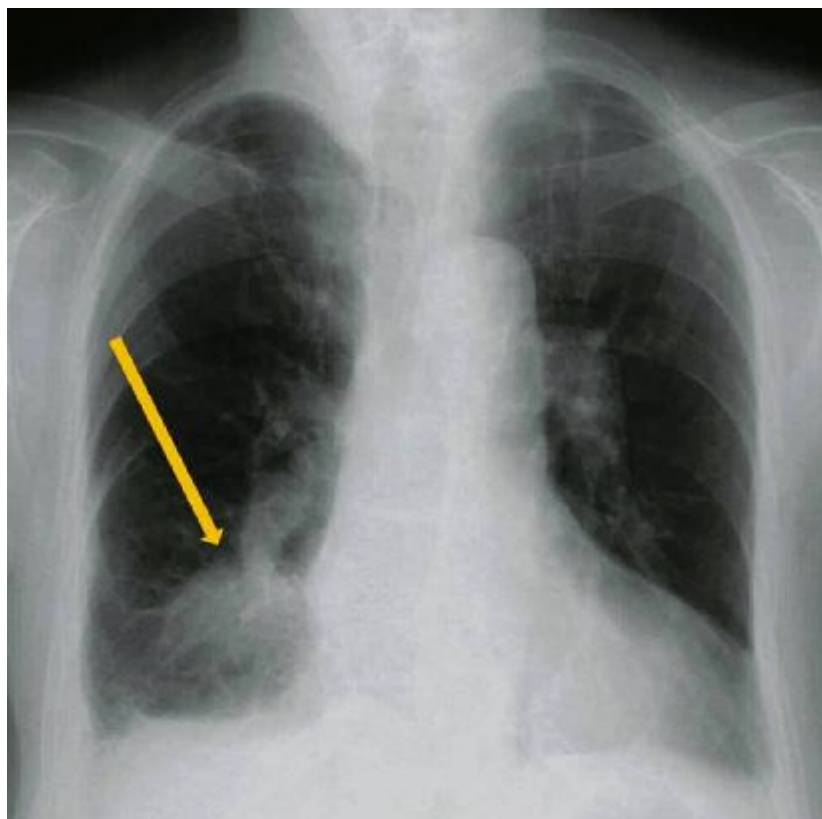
Radiographie thoracique de face montrant une atéléctasie basale droite avec une réaction pleurale homolatérale. (Flèche)(51).
